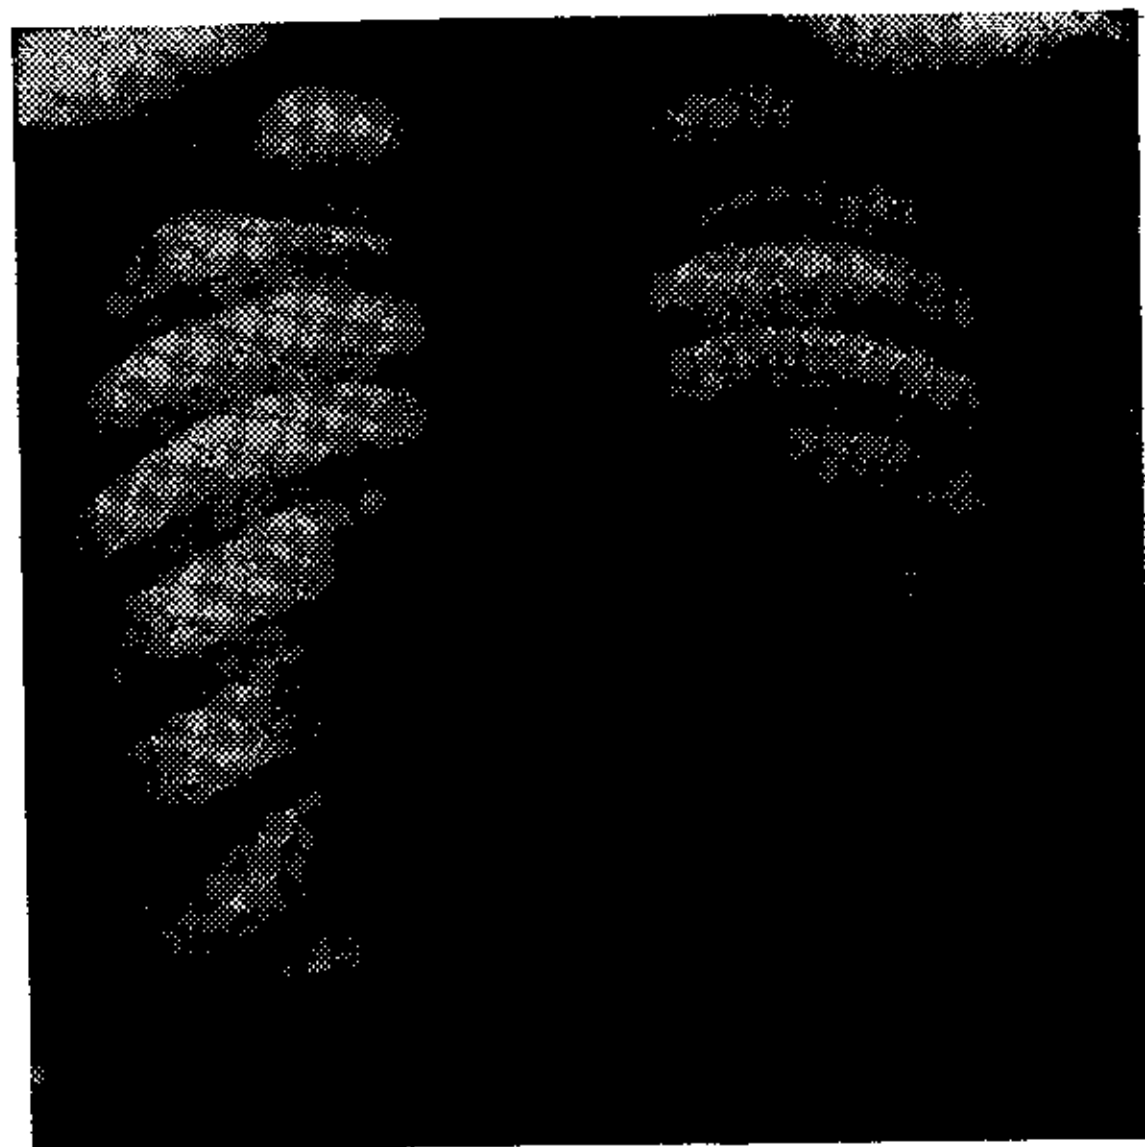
Teleradiografía, Obs. N^o 6.
